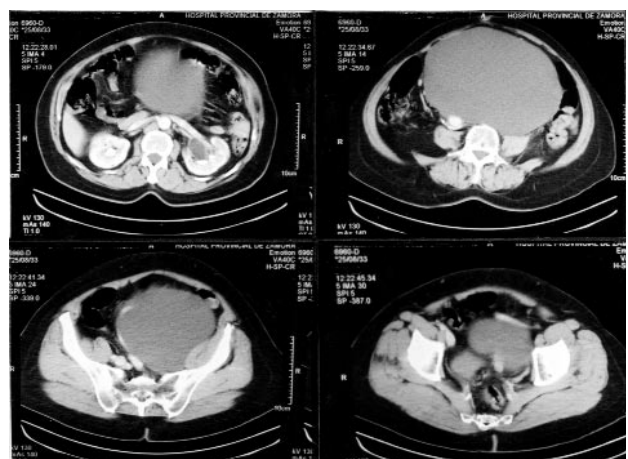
TAC: masa quística retroperitoneal de aproximadamente 25 cm de diámetro y paredes finas, que origina desplazamiento de sigma, intestino delgado y vasos ilíacos izquierdos, además de compresión ureteral izquierda.
